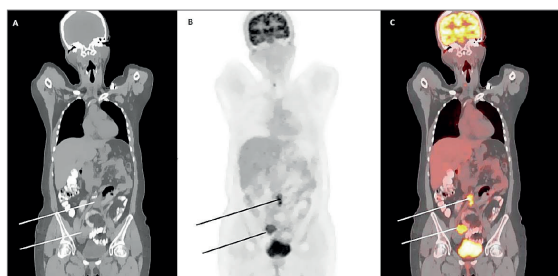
Paciente femenina, 46 años de edad, antecedente de cáncer colorrectal y resección quirúrgica hace 1 año. Estudios radiológicos no concluyentes (A). PET (B) y PET/CT (C) muestran una masa pélvica derecha que sugiere recidiva y conglomerado ganglionar hipermetabólico en bifurcación de las iliacas.
